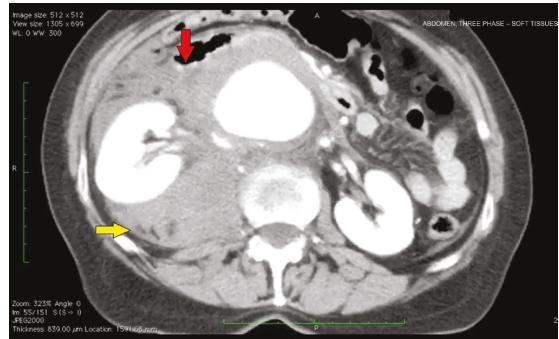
Angiotomography showing a ruptured abdominal aortic aneurysm (AAA) with right-side retroperitoneal hematoma. Red arrow: aneurysm rupture (AAA wall broken). Yellow arrow: retroperitoneal hematoma
